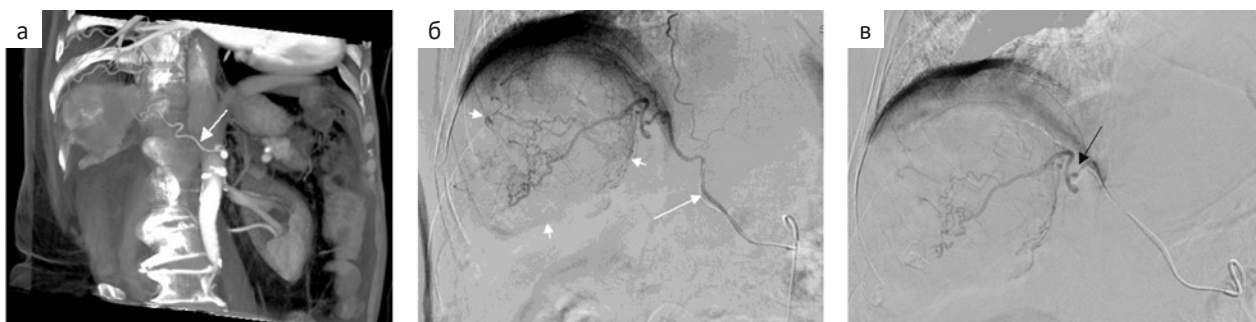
Пациент с мультифокальным ГЦР. а — Косая реконструкция техники объемной визуализации (VRT) артериальной фазы КТ демонстрирует правую нижнюю диафрагмальную артерию (стрелка), начинающуюся от чревного ствола; б — При ангиографии через микрокатетер, установленный в правой нижней диафрагмальной артерии (стрелка), визуализируется гиперваскулярная опухоль (короткие стрелки) в правой доле печени; в — Перед химиоэмболизацией микрокатетер установлен в ветви (стрелка), кровоснабжающей опухоль
